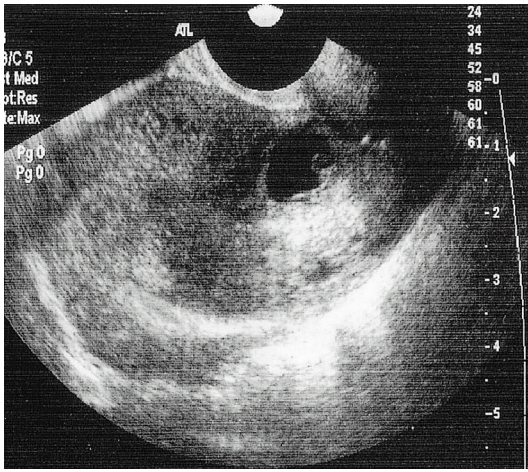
Transvaginal ultrasound image shows gestational sac outside the endometrial cavity in lower anterior portion of uterus.
